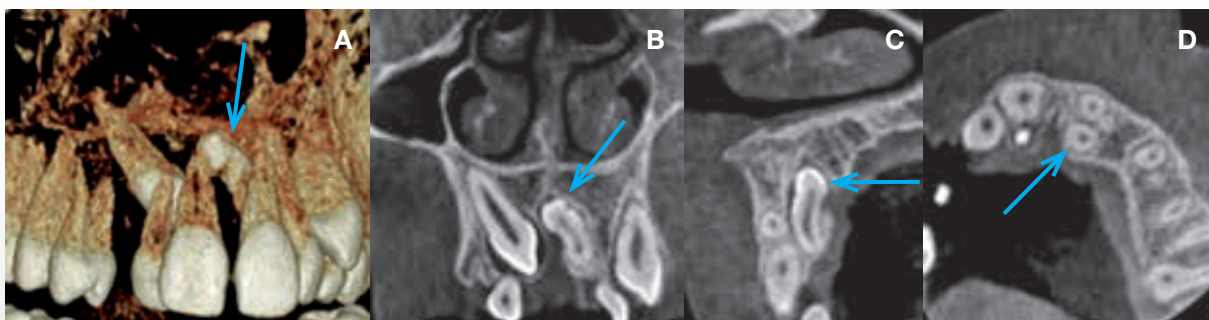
CBCT af ektopisk lejret 3+ samt mesiodens beliggende palatinalt for 1+1 (pil). A. 3d-model. B. Snit i det koronale plan. C. Snit i det sagittale plan. D. Snit i det aksiale plan.
